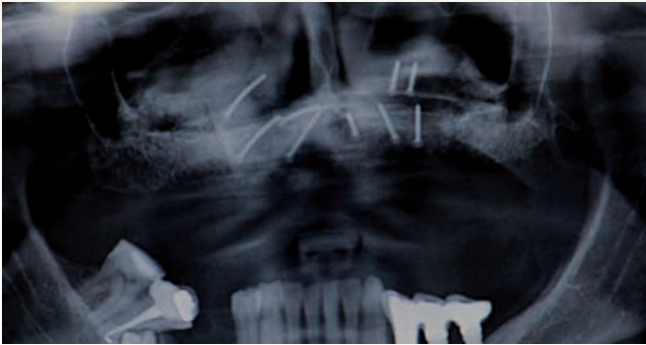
Corte del CBCT con el maxilar ya reconstruido. Obsérvese el aumento en anchura.
